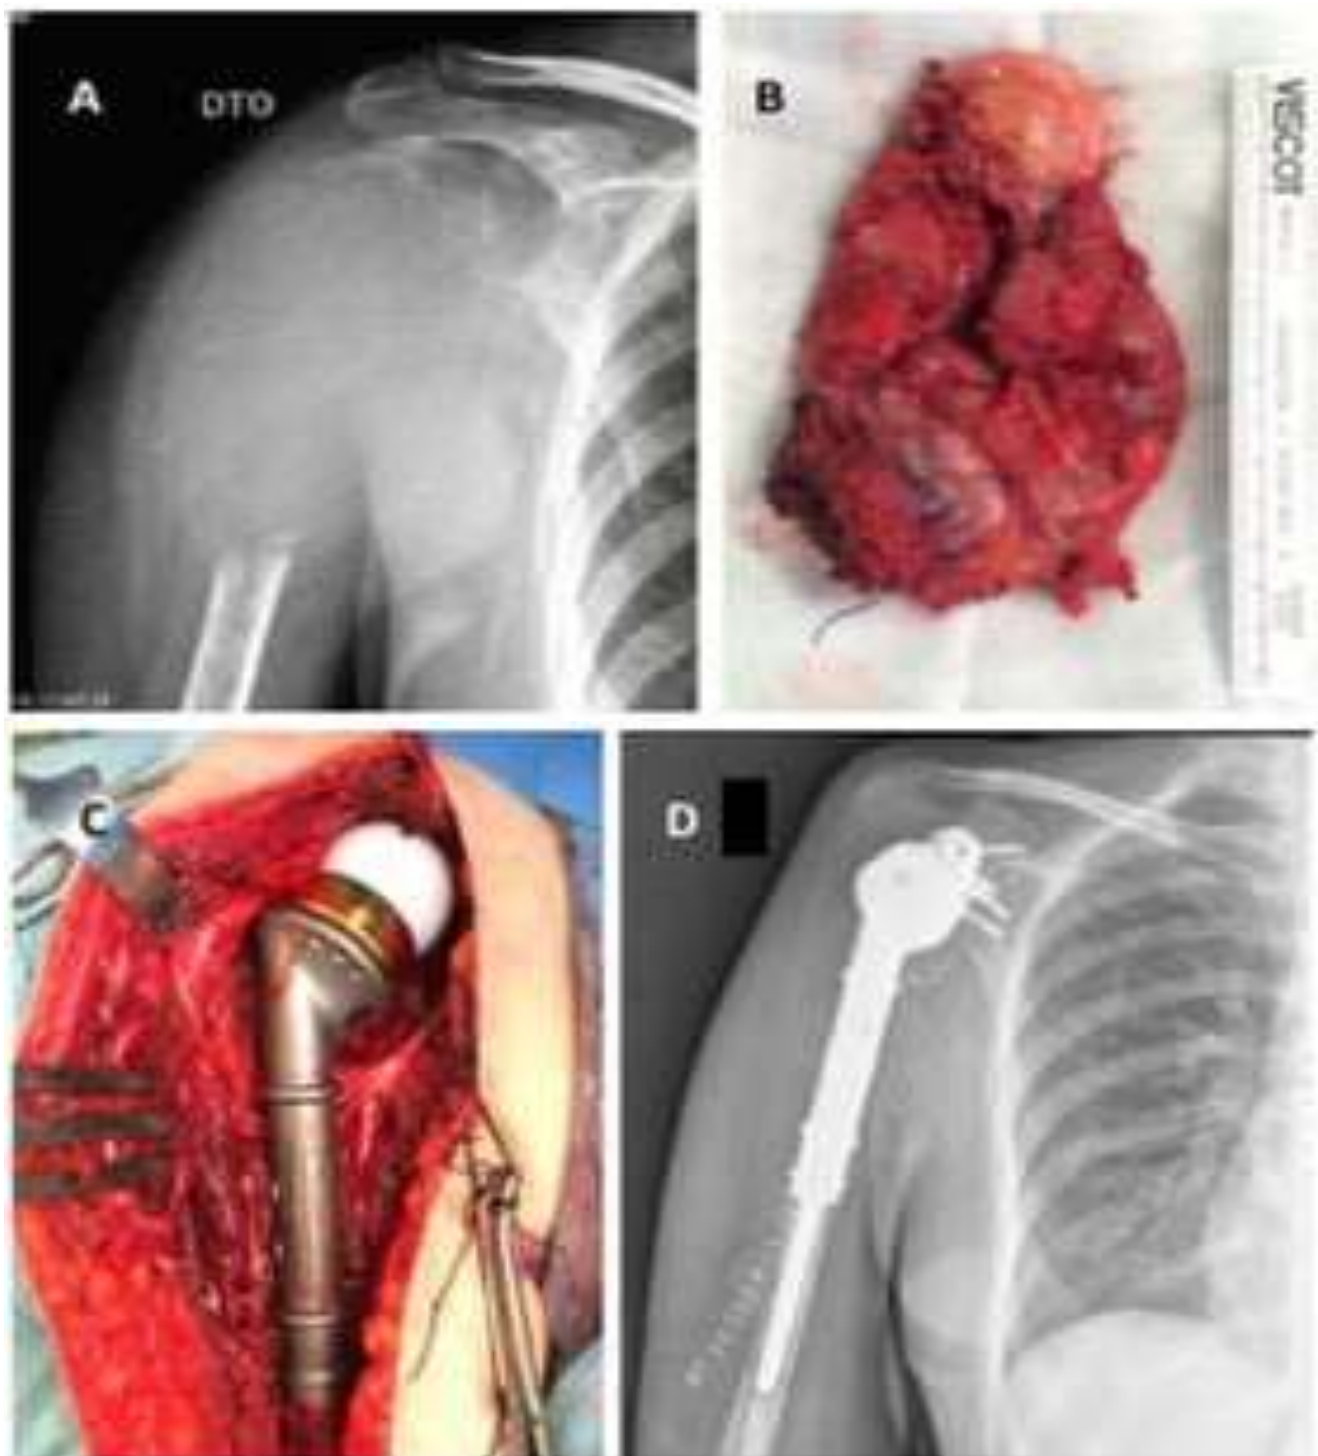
Mégaprothèse de l'épaule dans une métastase solitaire d'un cancer du rein dans l'humérus proximal : (A) image préopératoire montrant l'humérus droit avec une lésion ostéolytique étendue et une fracture pathologique secondaire à un carcinome rénal. Un composant important des tissus mous est visible. (B) Échantillon de la tumeur après résection en bloc, (C) image peropératoire montrant la mégaprothèse tumorale en place, (D) radiographie antéro-postérieure postopératoire immédiate. [13]
